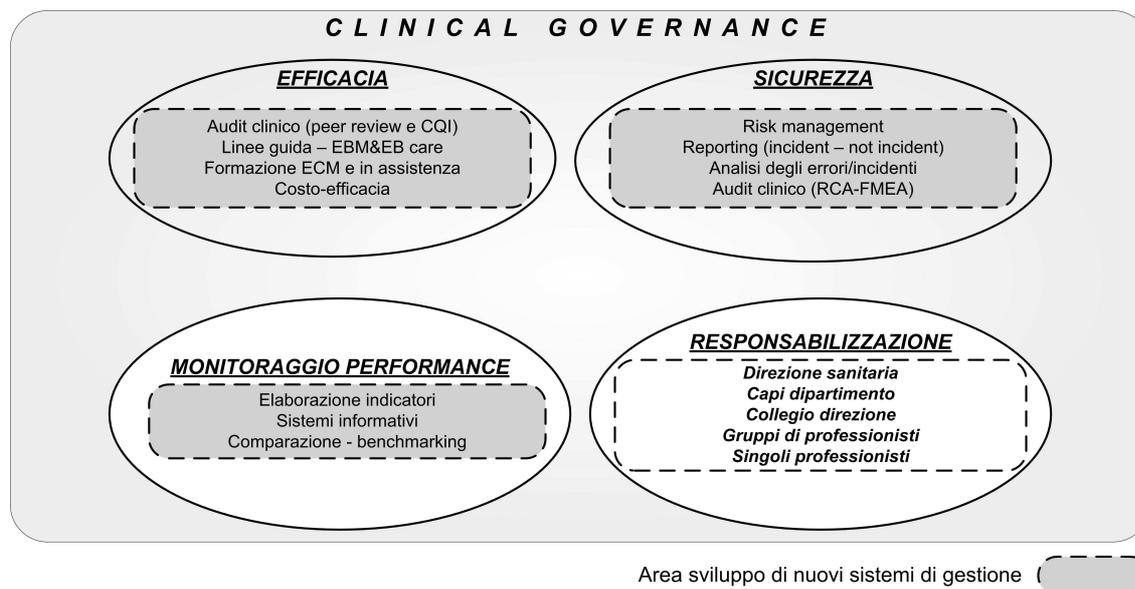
Il rapporto tra Clinical Governance e RM (Del Vecchio, Cosmi e McSherry, Pearce, 2002, adattato)
